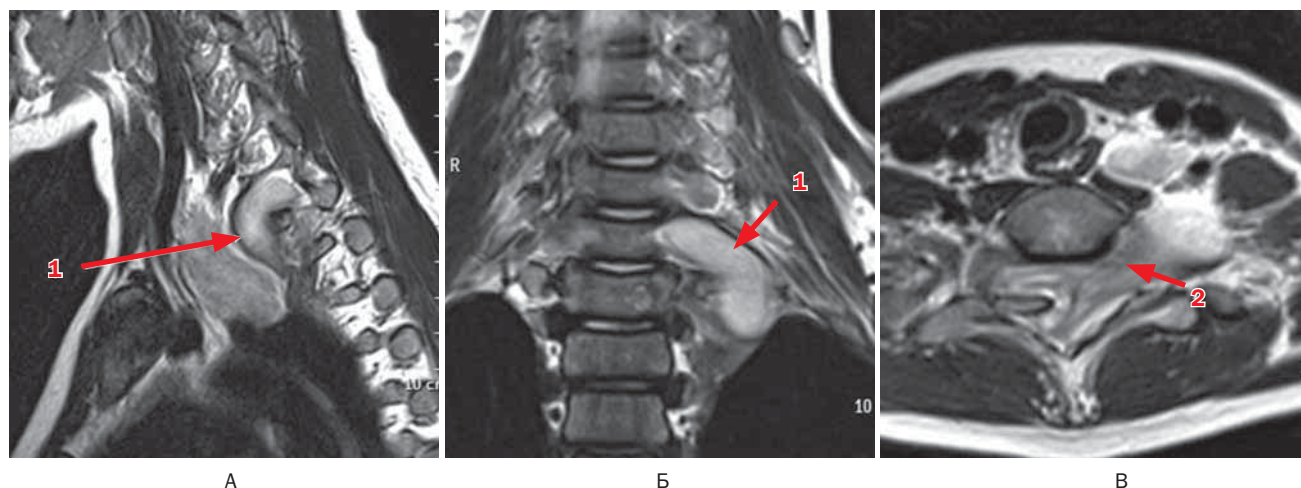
Больная Д., 7 лет. Ганглионеврома заднего средостения слева. МРТ шейного (А) и грудного (Б, В) отделов позвоночника
